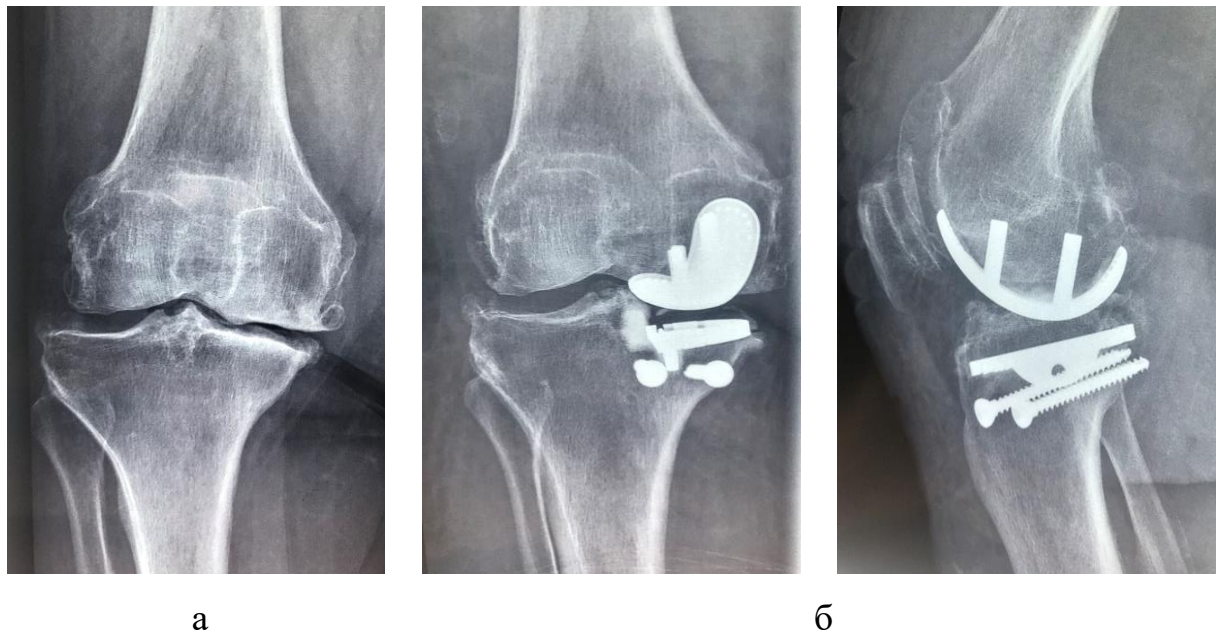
Фотовідбитки рентгенограм правого колінного суглоба хворої З., 77 р., де а) до оперативного лікування; б) через 12 місяців після моноконділярної артропластики, виконаної за оригінальною методикою
